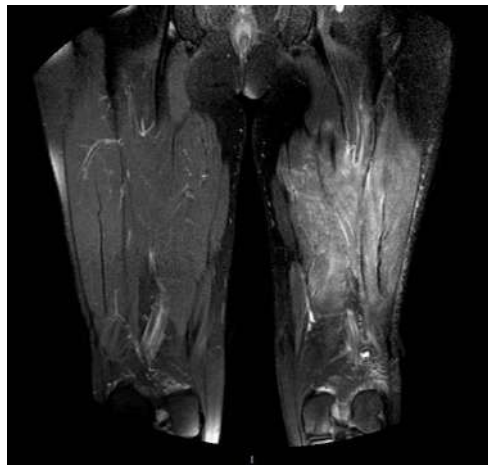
RMN tras tratamiento. Se aprecian cambios postquirúrgicos sin recidiva tumoral.
